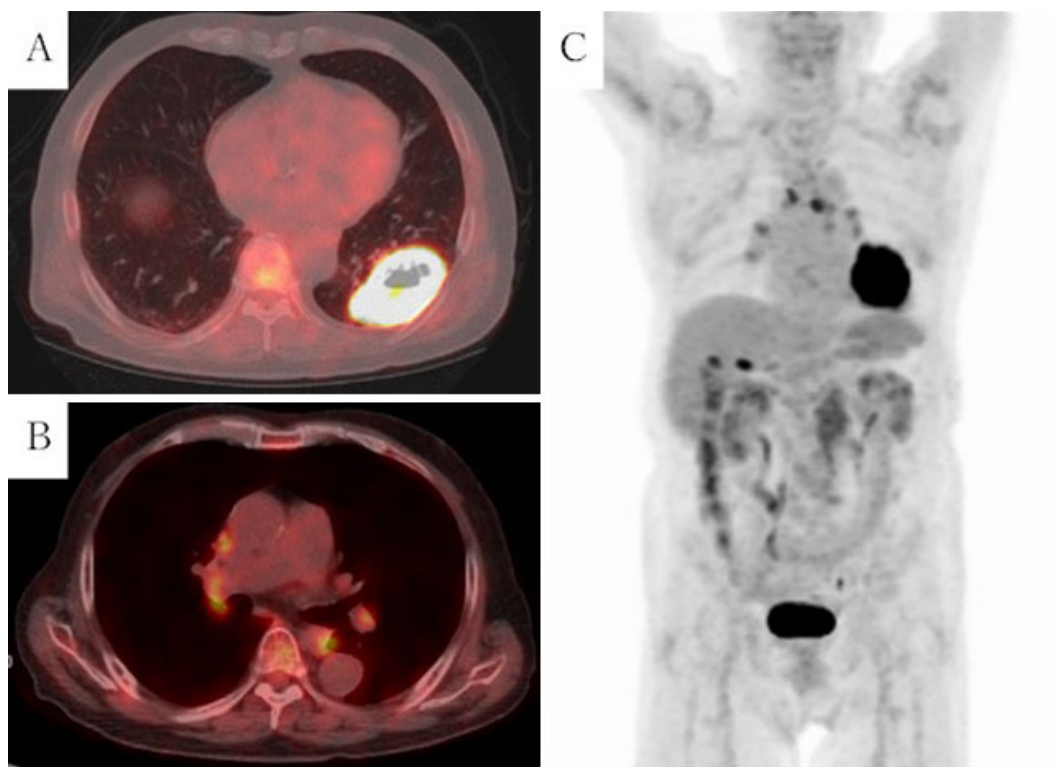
A) Positron emission tomography showed that the tumor had a high FDG uptake (SUVmax 22.7). B) Positron emission tomography showed the symmetric uptake of FDG in the bilateral hilar and mediastinal lymph nodes. C) Positron emission tomography showed the strong uptake of FDG in the left lower lobe tumor, with the symmetric uptake of FDG in the bilateral hilar and mediastinal lymph nodes. There were no signs of distant metastasis.
